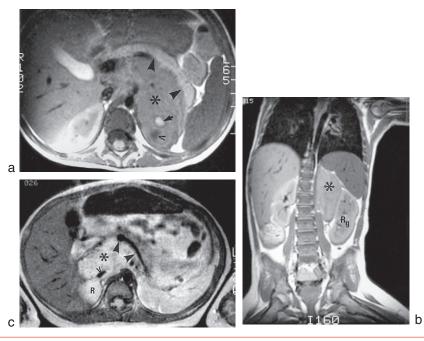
IRM abdominale en faveur d'un neuroblastome. Source : *IRM*, par D. Doyon *et al.* 4° édition. Masson, Paris, 2004.
